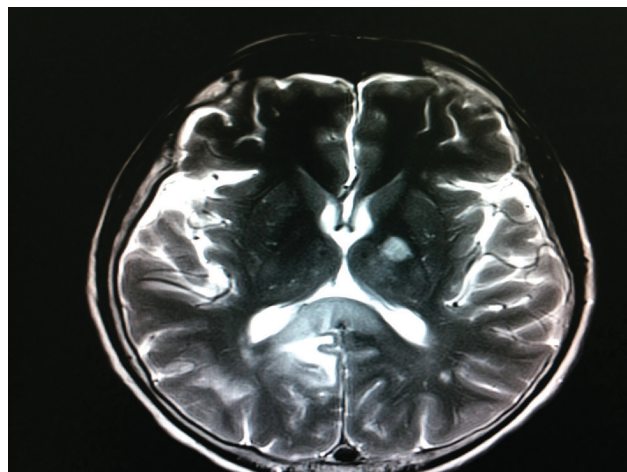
Ressonância magnética de crânio.
